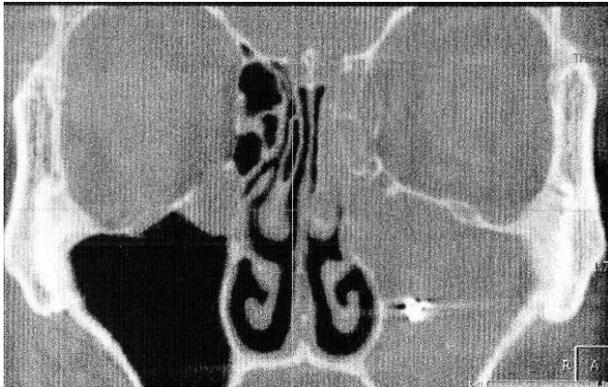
Конусно-лучевая томография пациентки 57 лет, госпитализированной в стоматологический стационар по поводу обострения хронического верхнечелюстного синусита и наличия инородного тела в просвете синуса. Мицетомы левого верхнечелюстного синуса (указано стрелкой).
